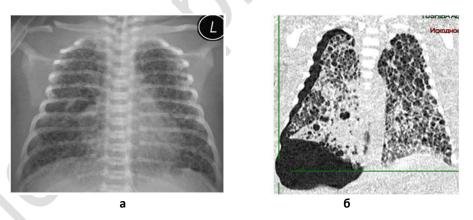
а) рентгенограмма ОГК от 21.06.2019 г.; б) компьютерная томография ОГК от 21.06.2019 г.
